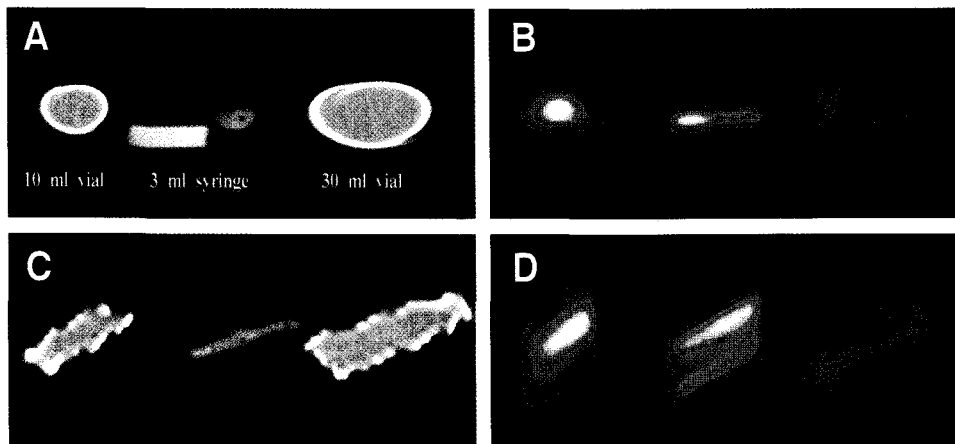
The axial CT(A) & PET(B), and coronal-reformatted CT(C) & PET(D) images scanning one syringe and two vials of 10 ml and 30 ml while moving in 6-sec cycle and 2.6-cm amplitude. It is evident that the motion degraded the quality of CT images and induced a blurring artifact on PET images. The severity of the motion blurring apparently depends on the size of the scanned subject relative to the range of motion.
